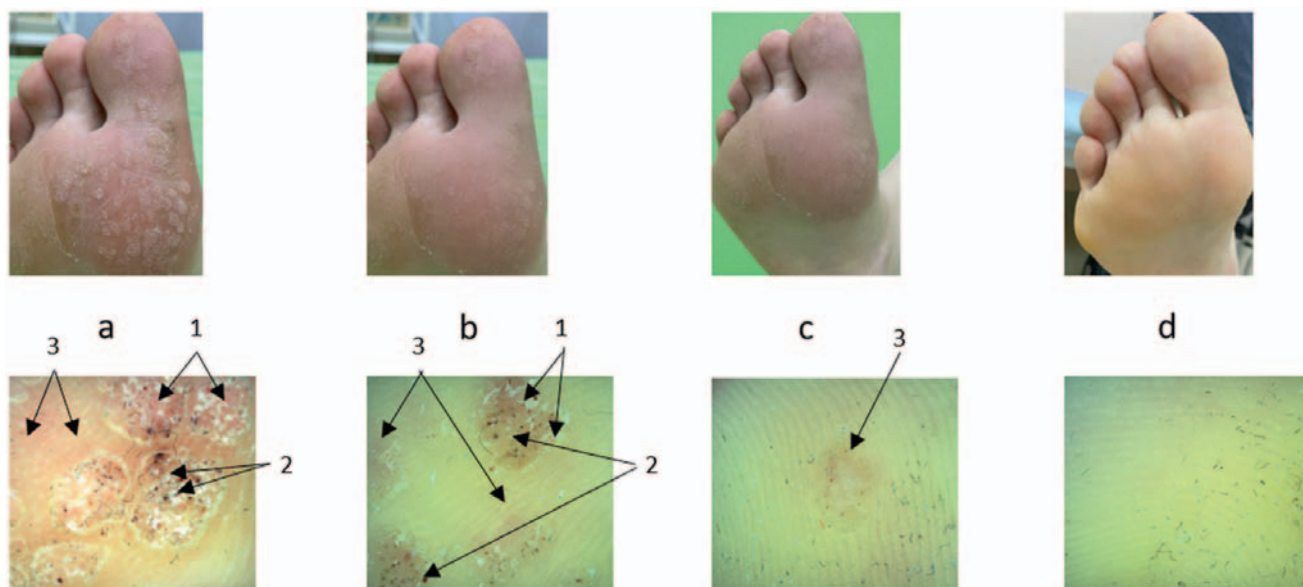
Этапы СКТ при множественных подошвенных бородавках (макро- и микрофотографии): а – до проведения СКТ; б – после 6-й процедуры СКТ; с – после 10-й процедуры СКТ; д – полная клиническая ремиссия, контроль через 2 месяца после проведения 1-й процедуры; 1 – кератиновые чешуйки; 2 – тромбированные сосуды; 3 – зоны гиперемии
